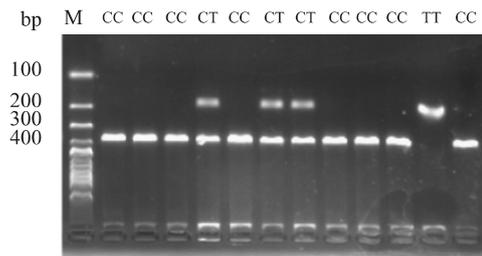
Bcl I 酶切后 BDNF-rs12273539 电泳图谱 M: Marker; CC: CC 基因型; CT: CT 基因型; TT: TT 基因型
